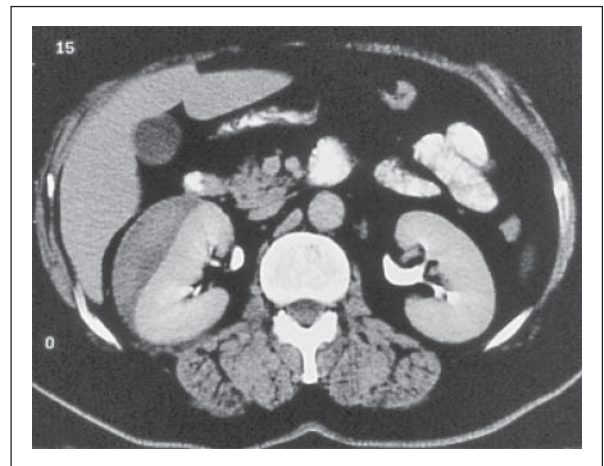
Subkapsuläres Nierenhämatom nach „Anprall-Trauma“ bei Ski alpin (CT)
